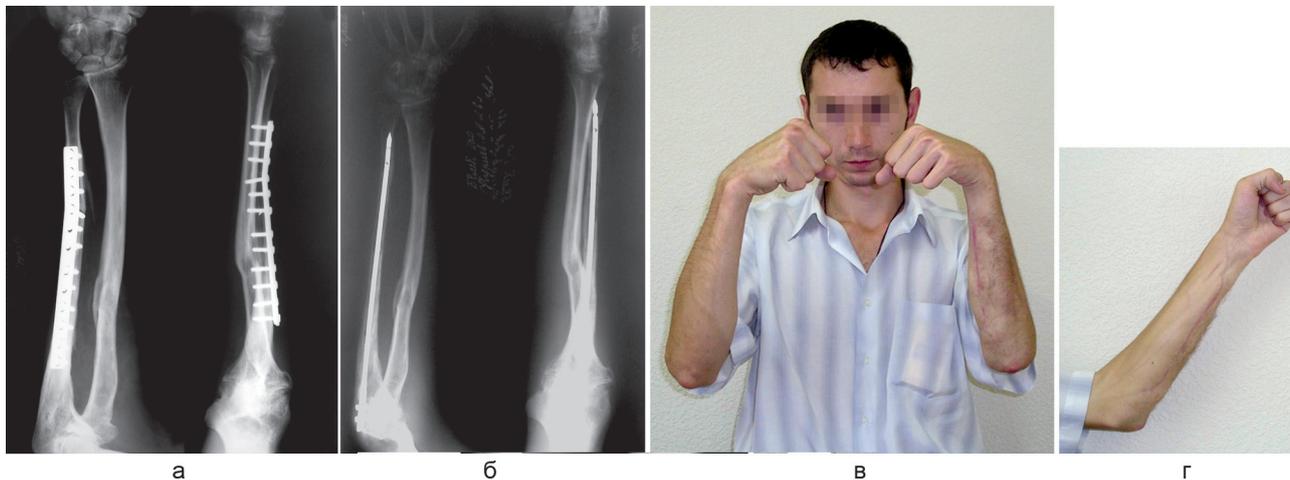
Больной Н., 25 лет. Диагноз: посттравматический дефект локтевой кости левого предплечья: а – рентгенограммы предплечья в прямой и боковой проекции: повторный перелом локтевой кости после костной пластики васкуляризованным костным аутоотрансплантатом; б – интрамедуллярный блокируемый остеосинтез; в, г – функция конечности через 2 года
